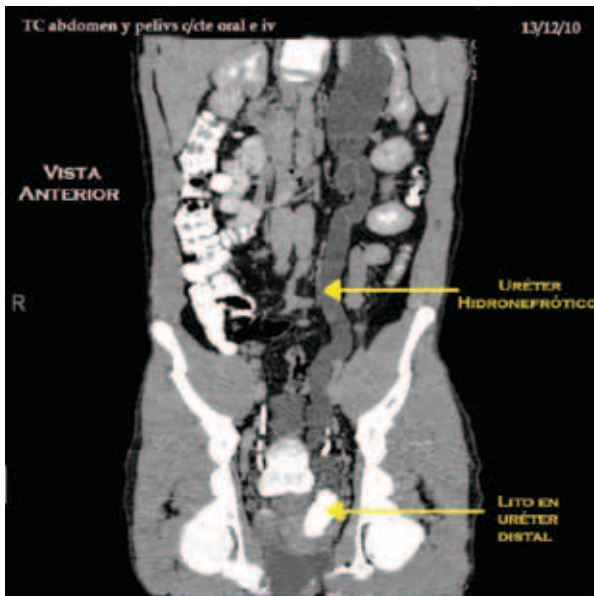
TAC. Corte coronal. Dilatación pieloureteral izquierda. Lito en uréter distal.
